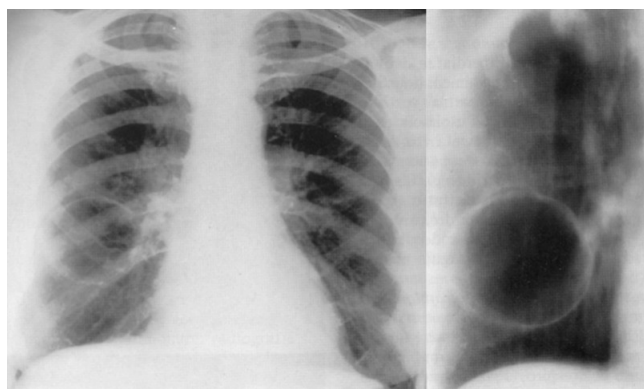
Chist aeric gigant, dreapta tomografie liniară
